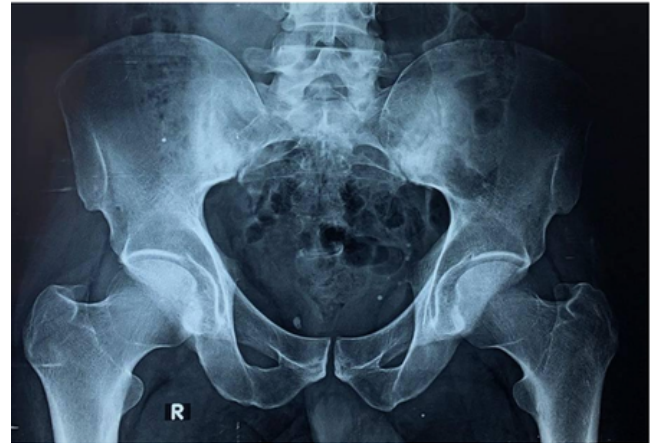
Radiographie du bassin montrant sacro-iliite bilatérale stade 2.
